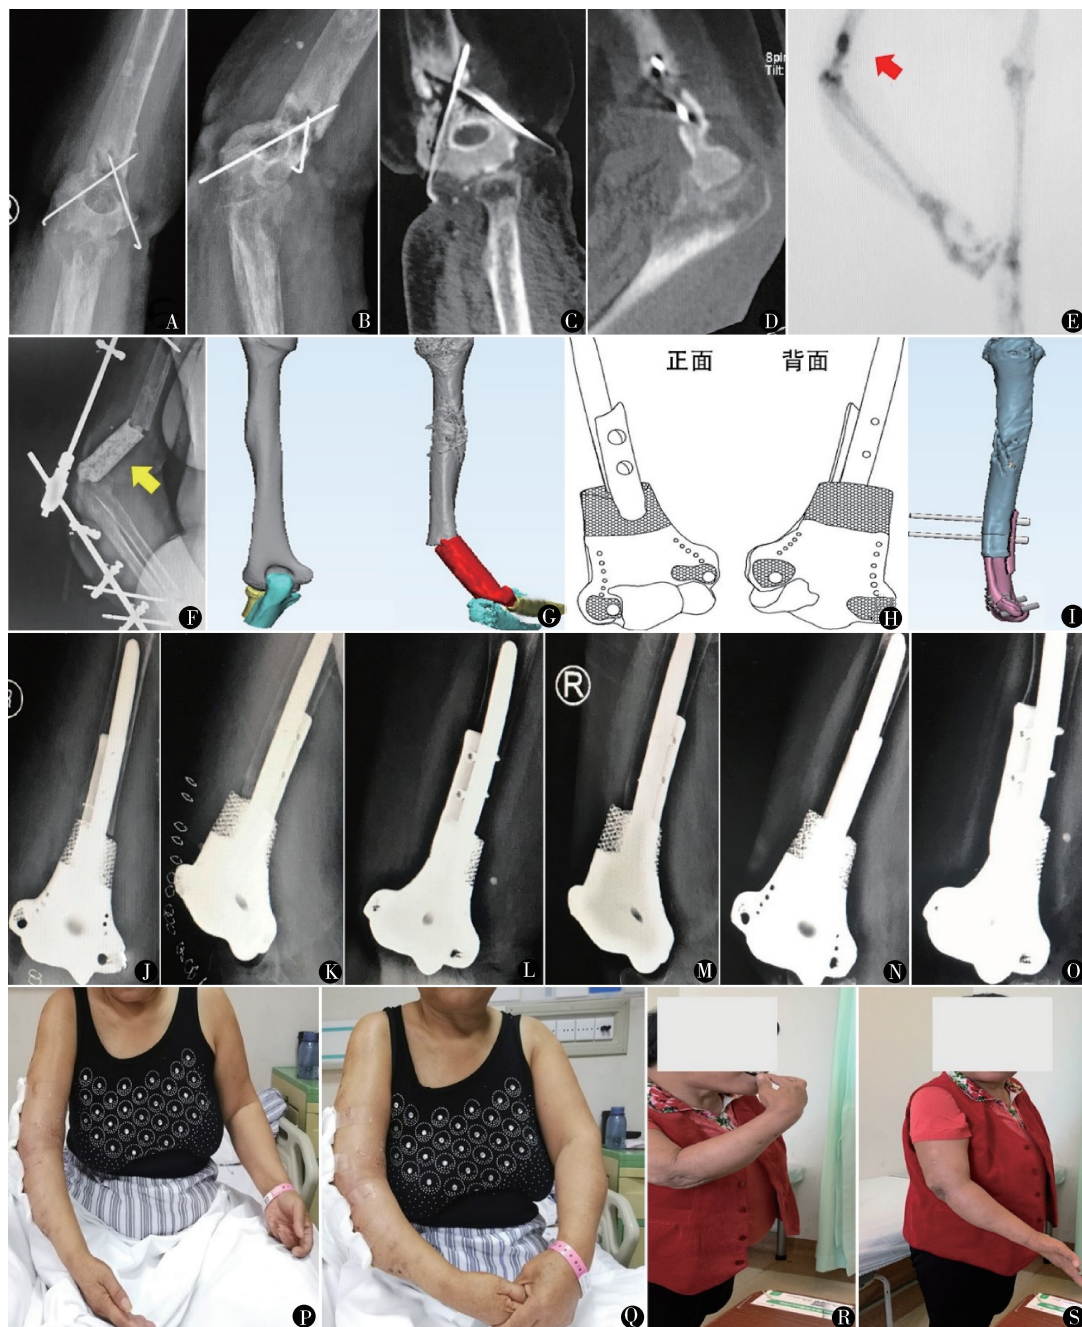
53岁女性,半年前因车祸伤造成右肱骨远端骨折(AO-A3)并在外院行切开复位内固定手术。3个月前无明显诱因右肘外侧出现窦道并持续溢出黄色分泌物,对症治疗无缓解。分泌物细菌培养提示金黄色葡萄球菌感染。无糖尿病、免疫功能不全、营养不良等疾病,无特殊口服药物史。A、B.术前X线显示肱骨远端骨折未愈合,骨质破坏明显,克氏针松动;C、D.术前CT显示肱骨关节面受侵蚀破坏明显,骨折未愈合,伴骨质疏松;E.骨三相显像显示血池相右肱骨远端放射性浓聚明显(箭头所示),提示局部慢性骨髓炎;F.肱骨远端感染灶经清创截骨后,遗留的骨缺损区(长11.2 cm)用PMMA骨水泥Spacer占位(箭头),肘关节以外固定架临时固定;G.基于镜面对称原理,参照健侧肢体的三维重建CT设计重建患肢骨缺损假体的大小及形态;H.设计假体的正面与背面观,此假体实现了侧耳及髓内针的一体设计打印;I.基于医工交互平台,可视化模拟假体置入及内固定的手术操作;J、K.假体置入术后7天的正侧位X线,可见假体与骨缺损区匹配度良好;L、M.术后6个月的正侧位X线,可见假体保持稳定;N、O.术后14个月的正侧位X线,见假体稳定,无松动及断裂;P、Q.假体植入术后返回病房后的肘关节屈伸活动范围;R、S.术后14个月,右肘屈伸功能恢复良好,可满足日常生活需求,DASH评分31.7分
